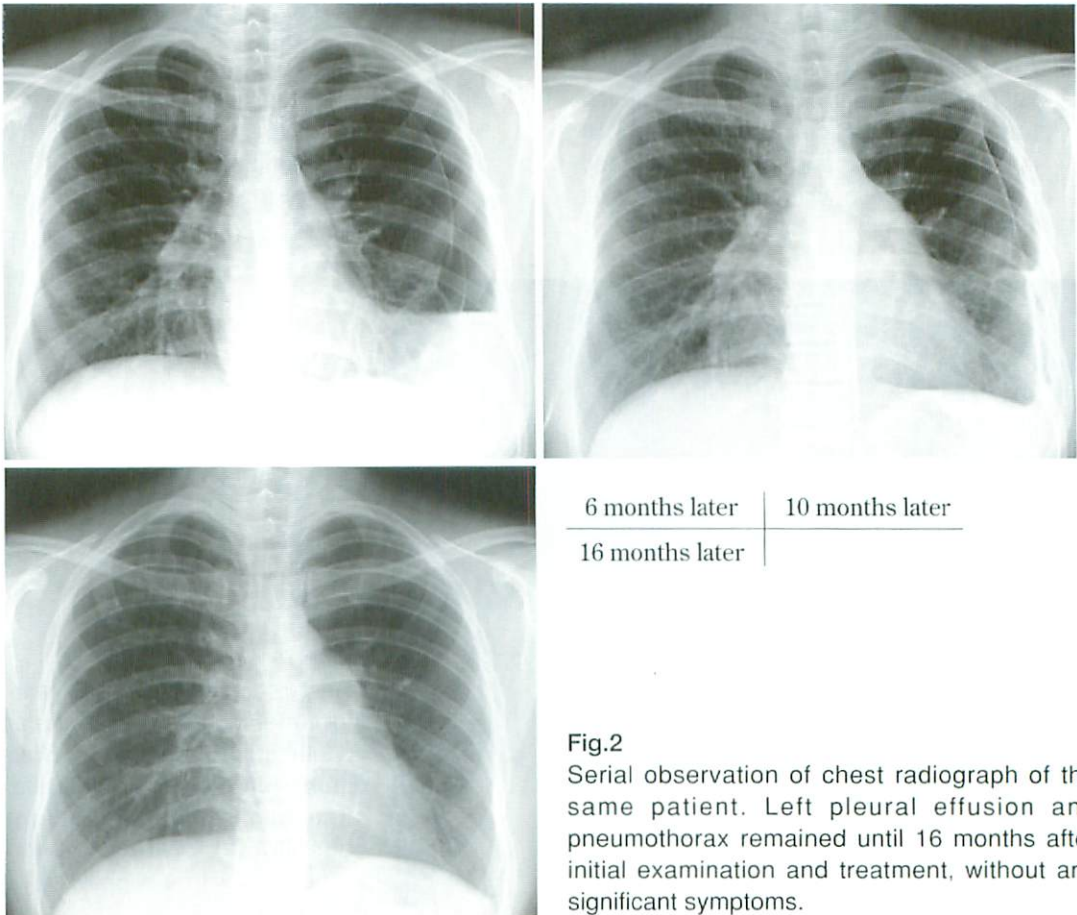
Serial observation of chest radiograph of the same patient. Left pleural effusion and pneumothorax remained until 16 months after initial examination and treatment, without any significant symptoms.
